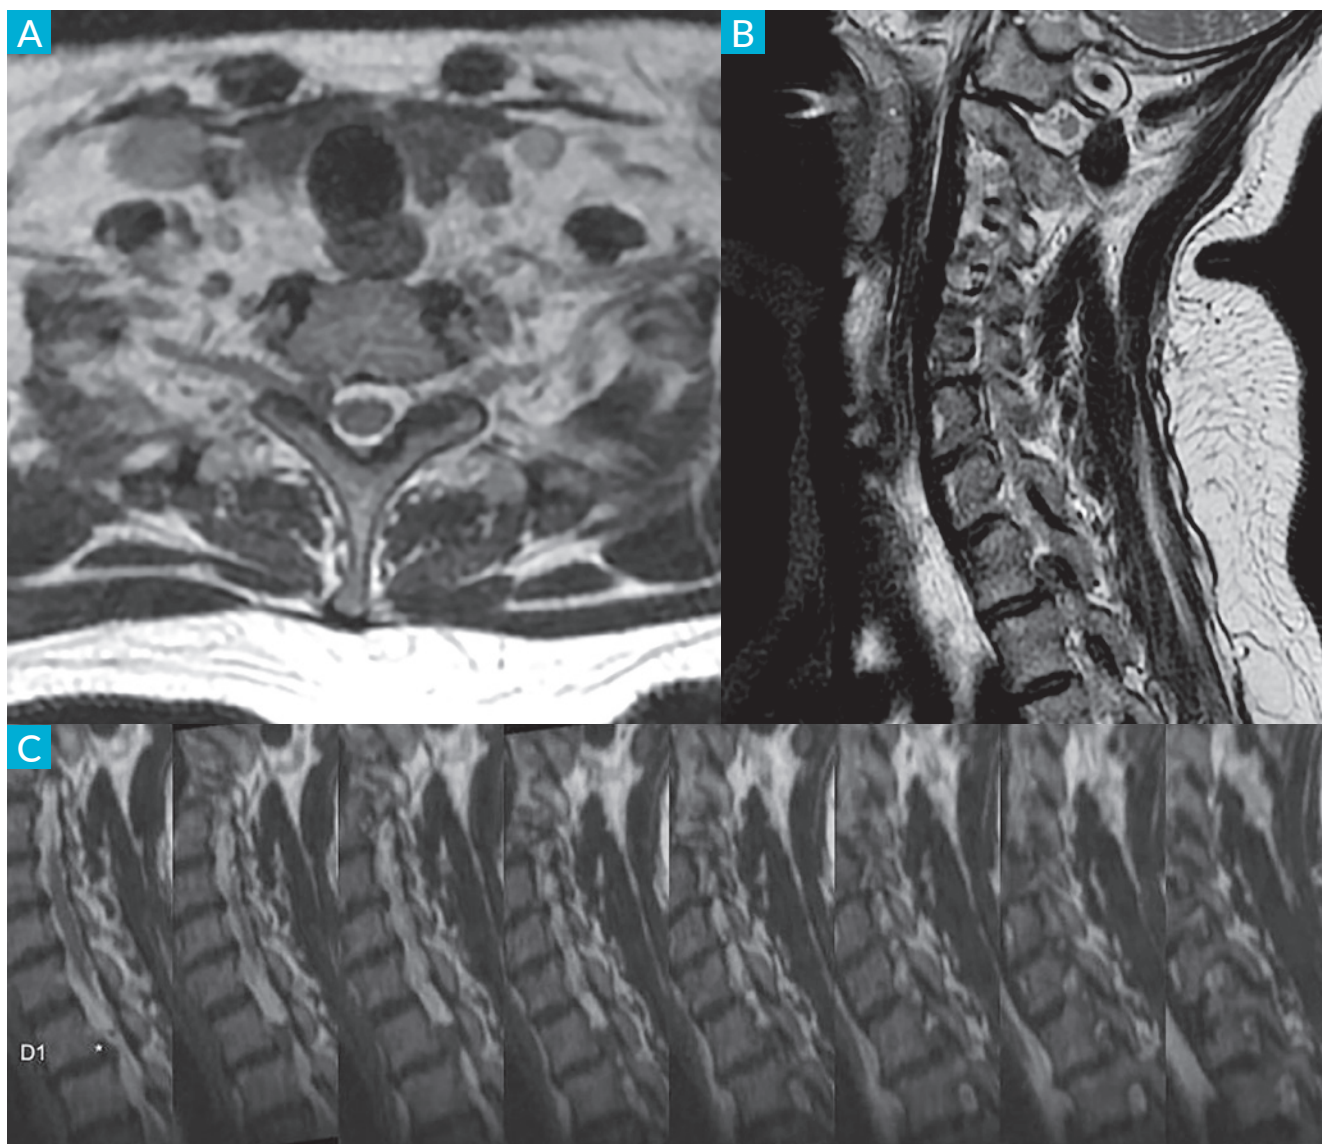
Ressonância magnética da coluna dorsal.
